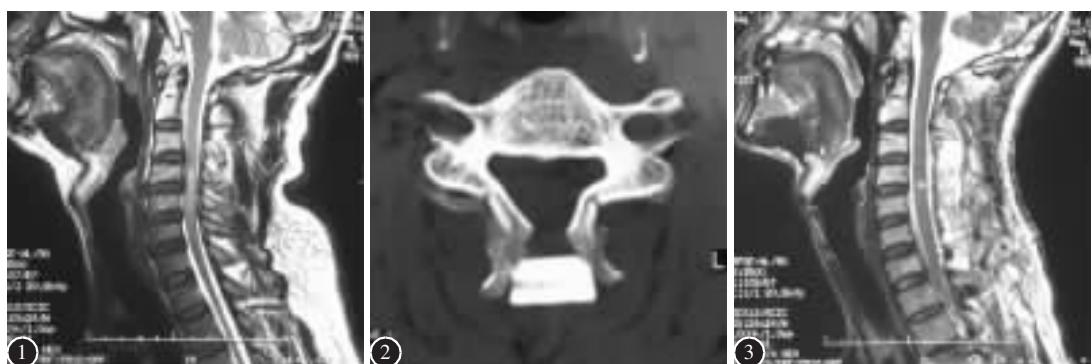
无骨折脱位型颈脊髓损伤术前 MRI 示多节段间盘退变突出致颈椎管狭窄,脊髓受压,损伤段脊髓呈梭形肿大,T2 加权像可见异常高信号 图 2 颈椎管扩大成形术后 1 个月 CT 示椎管扩大充分,磷酸钙人工骨块嵌入棘突间,位置良好,固定牢固 图 3 术后 6 个月 MRI 示椎管矢状径明显增大,脊髓受压完全解除,脊髓肿胀消退,但 T2 加权像仍残留局限性异常信号,考虑为脊髓囊性变
